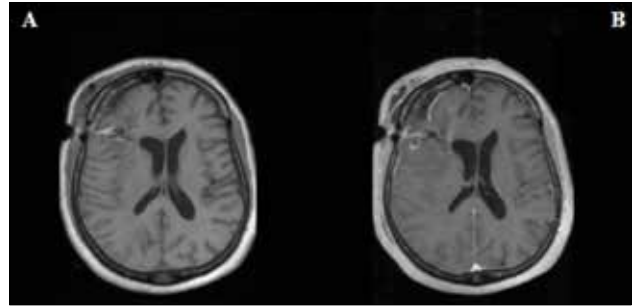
Imágenes axiales de resonancia magnética intraoperatoria potenciada en T1 tras la administración de gadolinio; muestran la existencia de captación de contraste en los márgenes posterior y medial de la lesión
